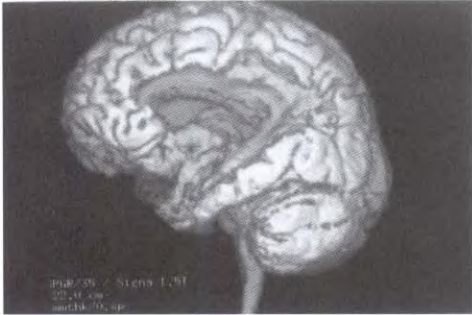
Obstrucción intrauterina en la arteria cerebral media izquierda. La RM tridimensional de superficie muestra la zona isquémica (en oscuro).
